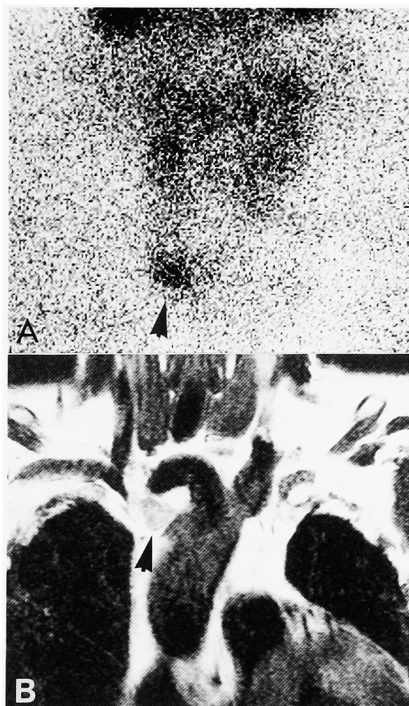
A: ^{99m}Tc -MIBI scintigram showed abnormal accumulation inferior to the right lobe of thyroid (arrowhead). B: MRI showed a tumor between ascending aorta and brachiocephalic artery (arrowhead).
